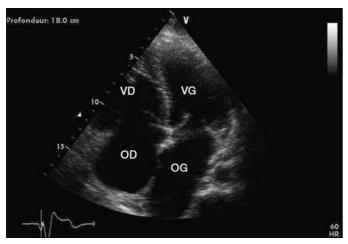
Tricuspidite rhumatismale (échocardiographie transthoracique). Oreillette droite (OD) dilatée. Ouverture limitée et aspect en « dôme » de la valve tricuspide. VD : ventricule droit ; VG : ventricule gauche ; OG : oreillette gauche.
